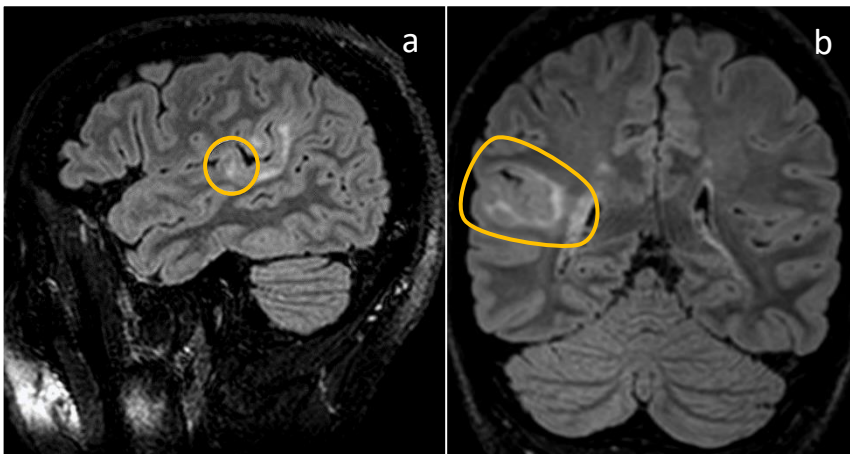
(a) Imagem de RM, T2/FLAIR, corte sagital (b) Imagem de RM, T2/FLAIR, corte coronal. Delineação amarela- hiperintensidade da SB subcortical que se estende desde o córtex da convexidade temporal e giro de Heschl (círculo amarelo) até ao ventrículo lateral, à direita, esboçando o sinal transmântico.
